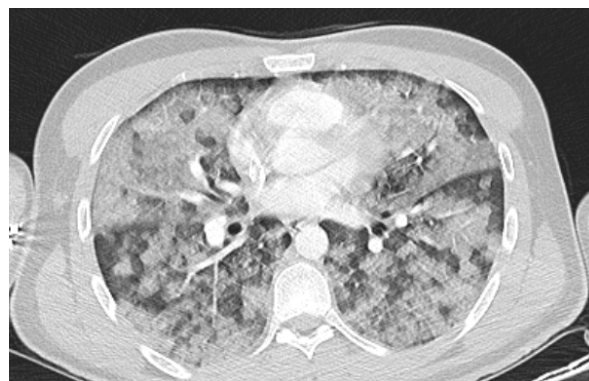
A computed tomography scan showed bilateral infiltration areas at diffuse ground glass density.
